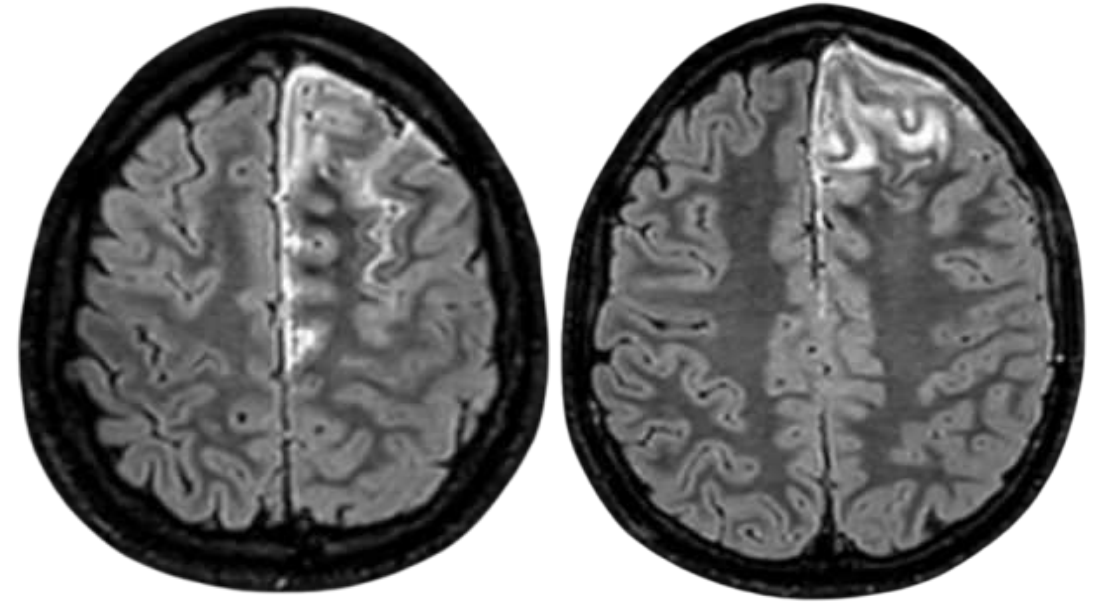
Secuencia FLAIR 3D poscontraste. Realce leptomeníngeo de los surcos frontales izquierdos secundario a una sinusitis.
